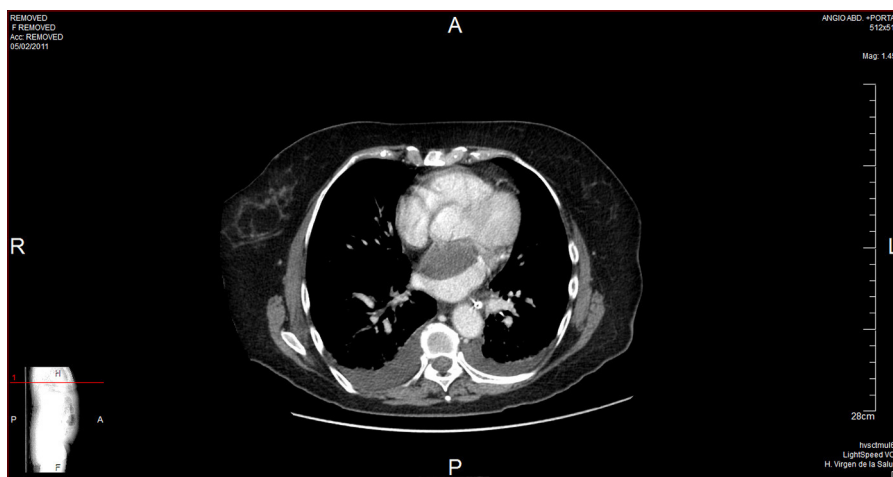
La TAC muestra una masa auricular izquierda y datos de isquemia en el intestino delgado.
